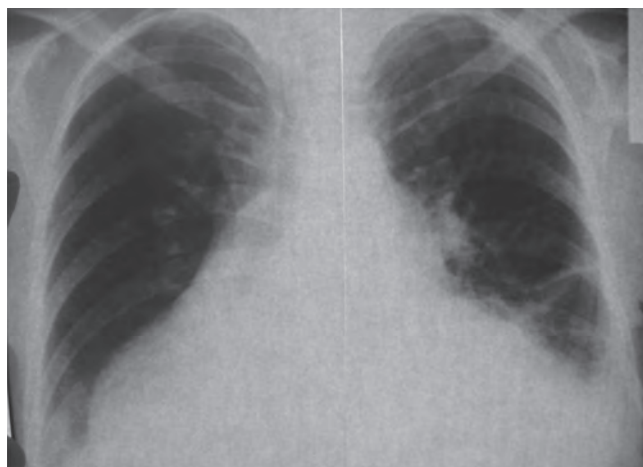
Radiografie toracică în incidență postero-anterioară: Matitate cardiacă mărită, pahipleurită bazală stângă.
